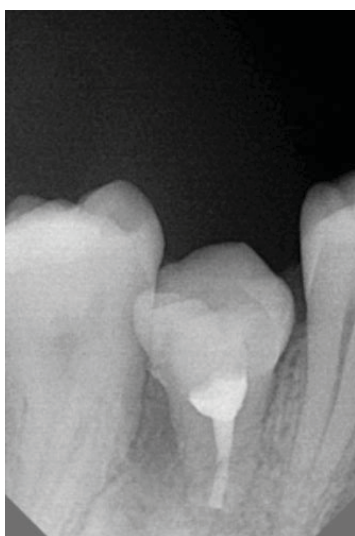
Рентгенограма трансплантованого зуба через 1 місяць
